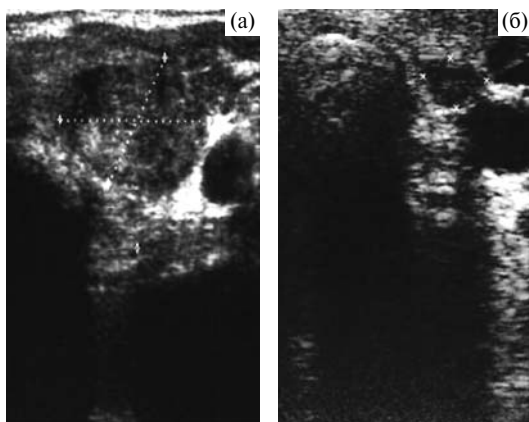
УЗИ щитовидной железы больной П. с узловым эутиреоидным зобом: а — до лечения — узел размерами 25,1 × 19,1 × 22,8 мм, объем 5,7 мл; б — после лечения (срок наблюдения 24 мес).
